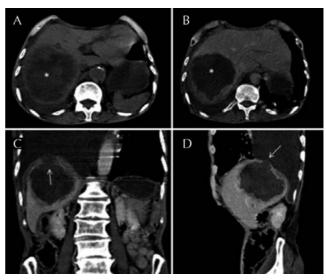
Tomografía abdominal en corte axial, coronal y sagital.
